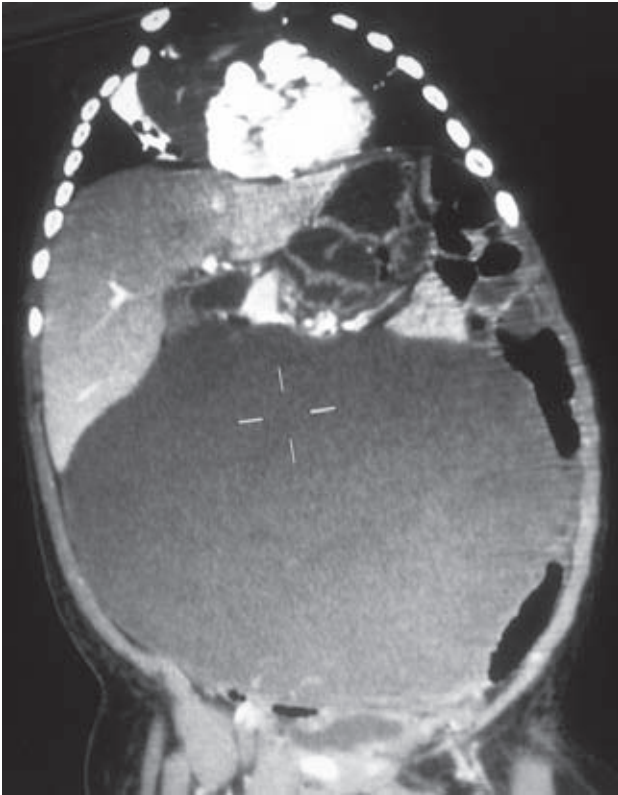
TAC contrastada de la tumoración abdominal.
